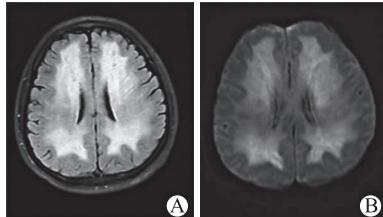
复查头颅 MRI 提示病灶范围较前扩大, 病灶增多
